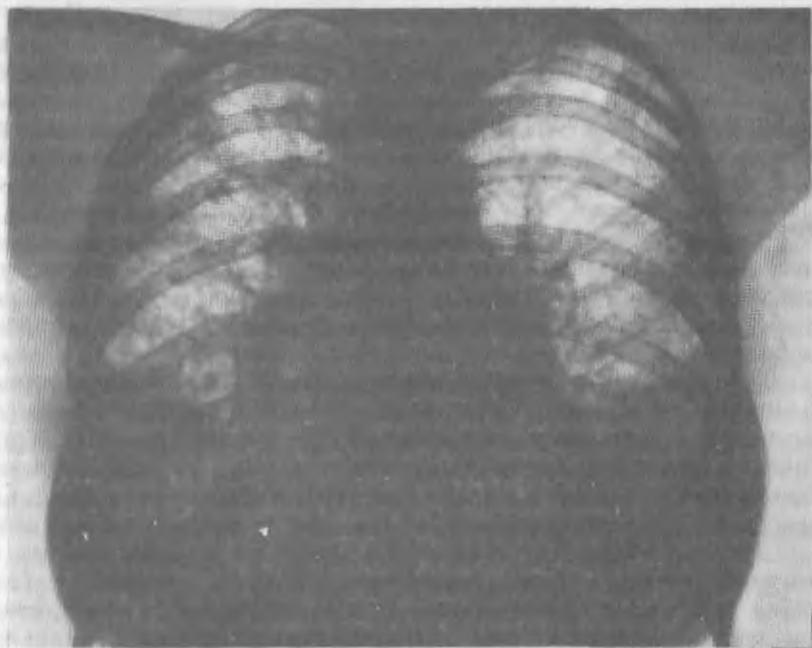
Рентгенограмма легких при бериллиозе II—III стадии. Диффузные тени гранулем, местами сливающиеся.
